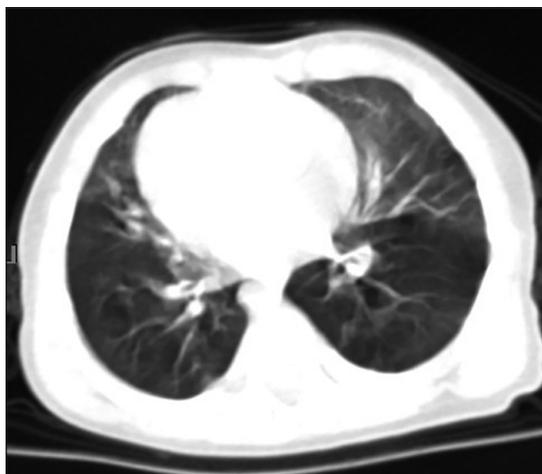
Tomografía tórax. Ventana para parénquima pulmonar: Patrón en vidrio despulido, que afecta lóbulo medio y región lingular “Alas de mariposa”.
